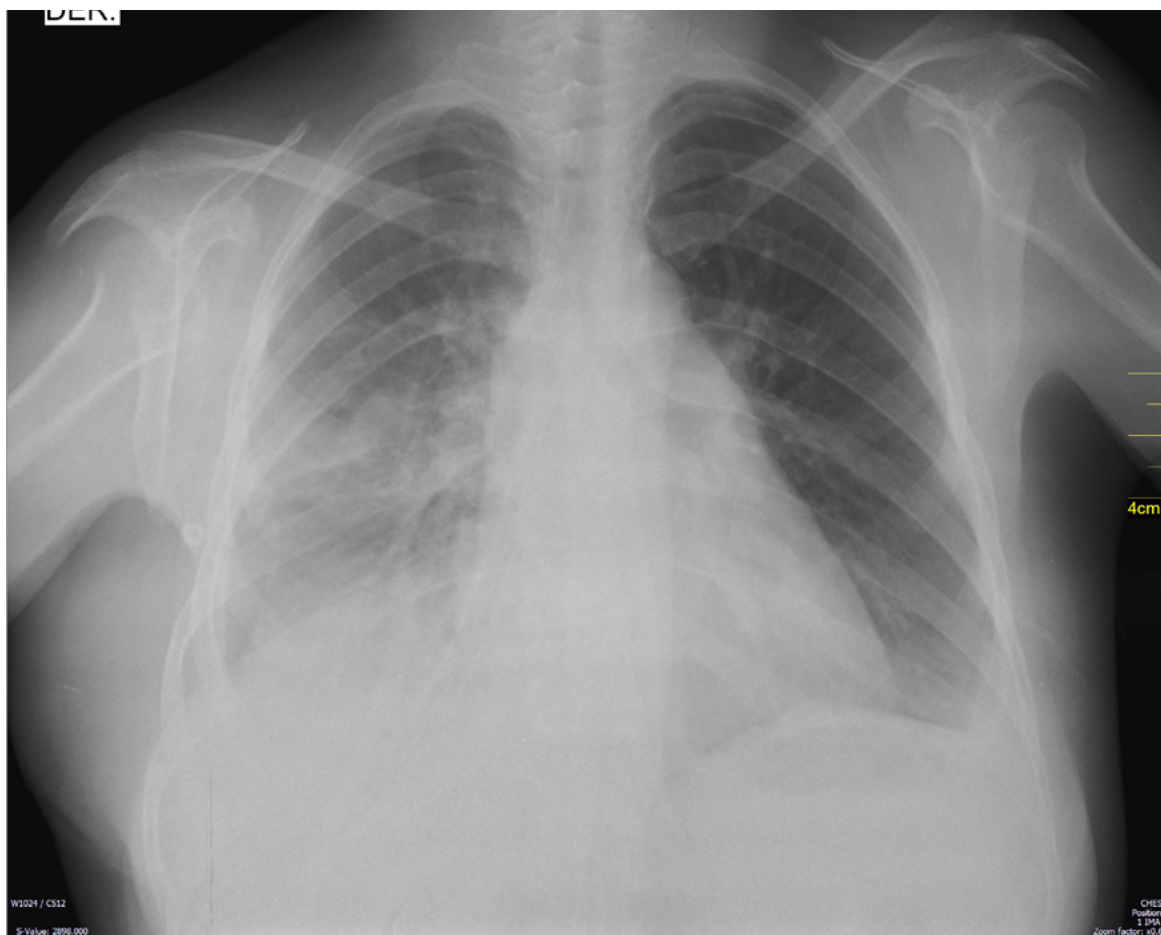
Radiografía de tórax postoperatoria
